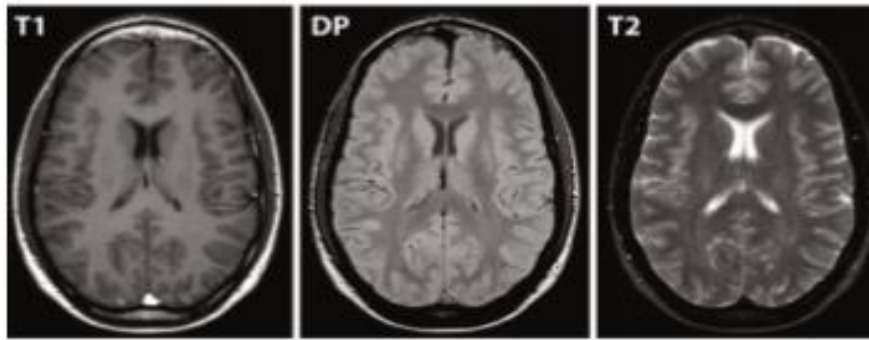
Sono visibili tre immagini RM, rispettivamente ottenute rappresentando un contrasto dipendente dal tempo di rilassamento longitudinale T1 (a sinistra), dalla DP (al centro) e dal tempo di rilassamento trasversale T2 (a destra).
